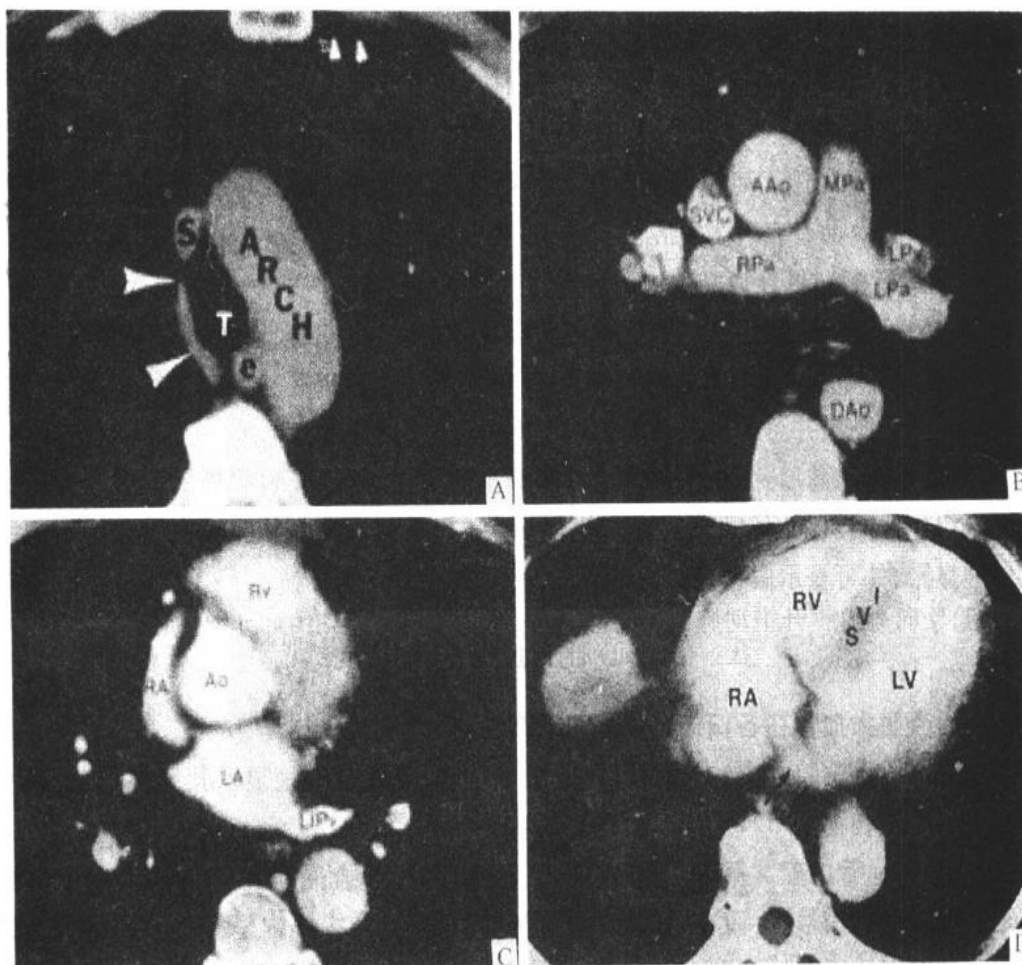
I 正常心脏大血管的 CT 表现
